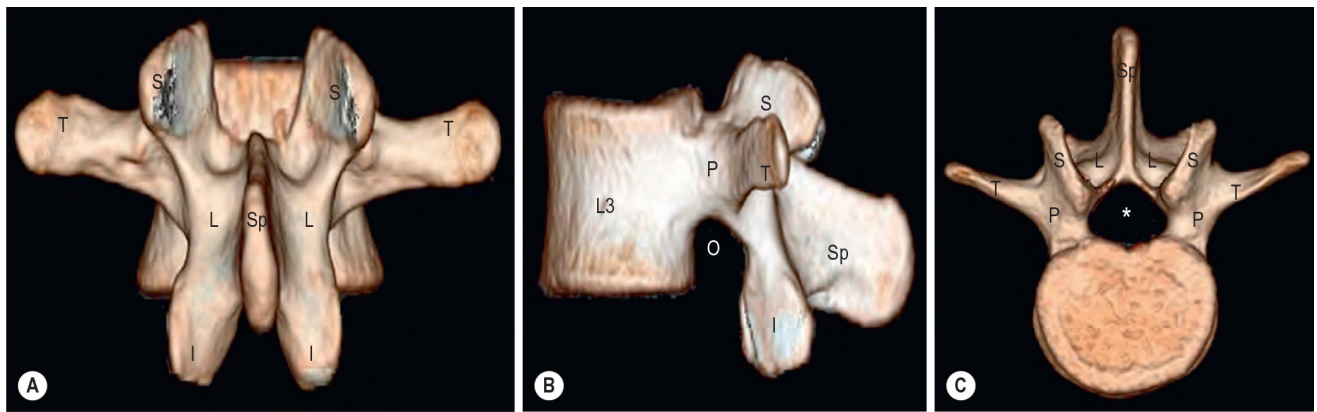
Normal Imaging Anatomy of the Lumbar Spine on Computed Tomography. 3D reformatted CT images of L3 in posterior (A), lateral (B) and superior (C) views. *, Spinal canal; I, inferior articular process; L, lamina; O, intervertebral foramen; P, pedicle; S, superior articular process;
